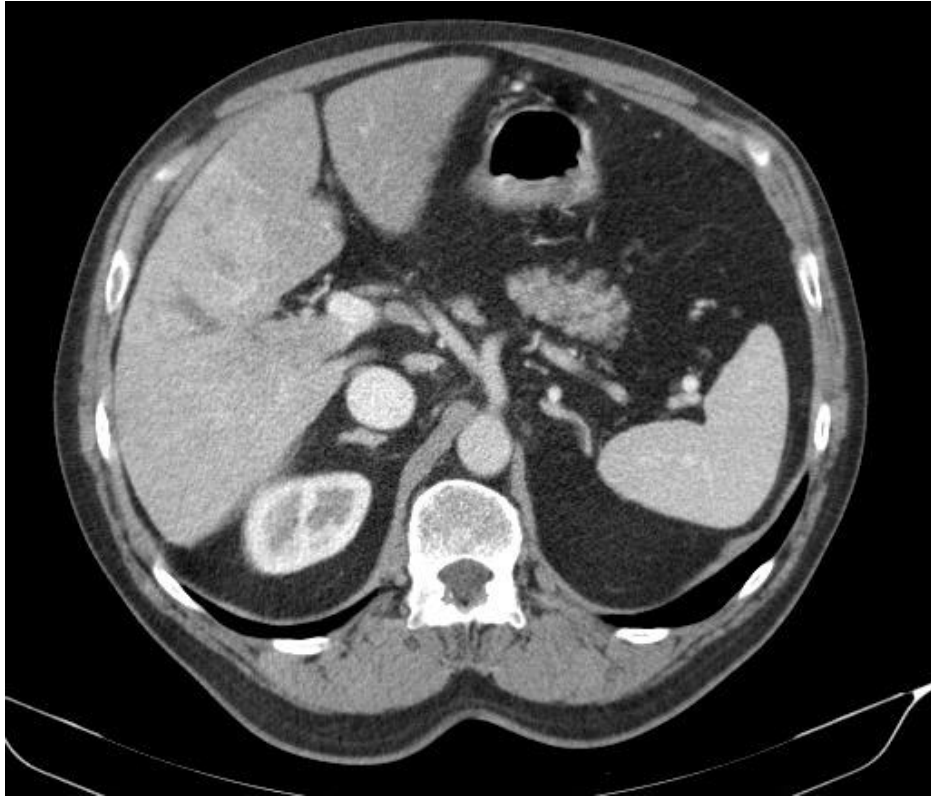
Axiální řez jater pacienta č. 2 na CT
